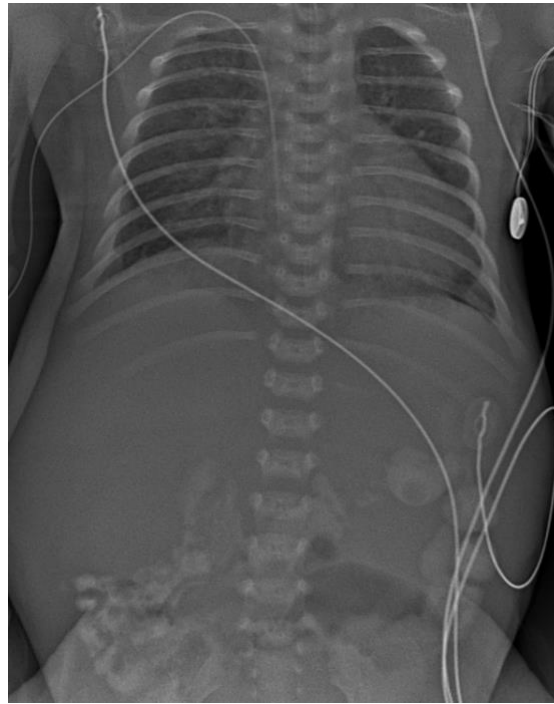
Тот же пациент К. (И/б №37124/A21). с пороком ротации и фиксации средней кишки. Очередная рентгенограмма при ирригографии выполнена при помощи микрофокусной рентгенографии. Петли кишки меньшей пневматизации, частично заполнены контрастным препаратом в дистальных отделах. Зонд в проекции дистальных отделов пищевода
